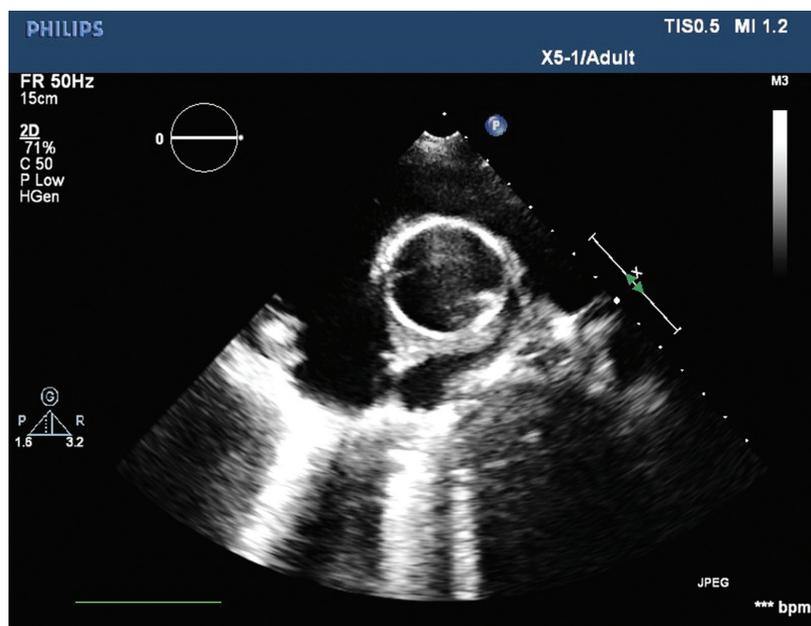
Эхокардиография поперечного сечения аорты: виден протез в проекции корня аорты
